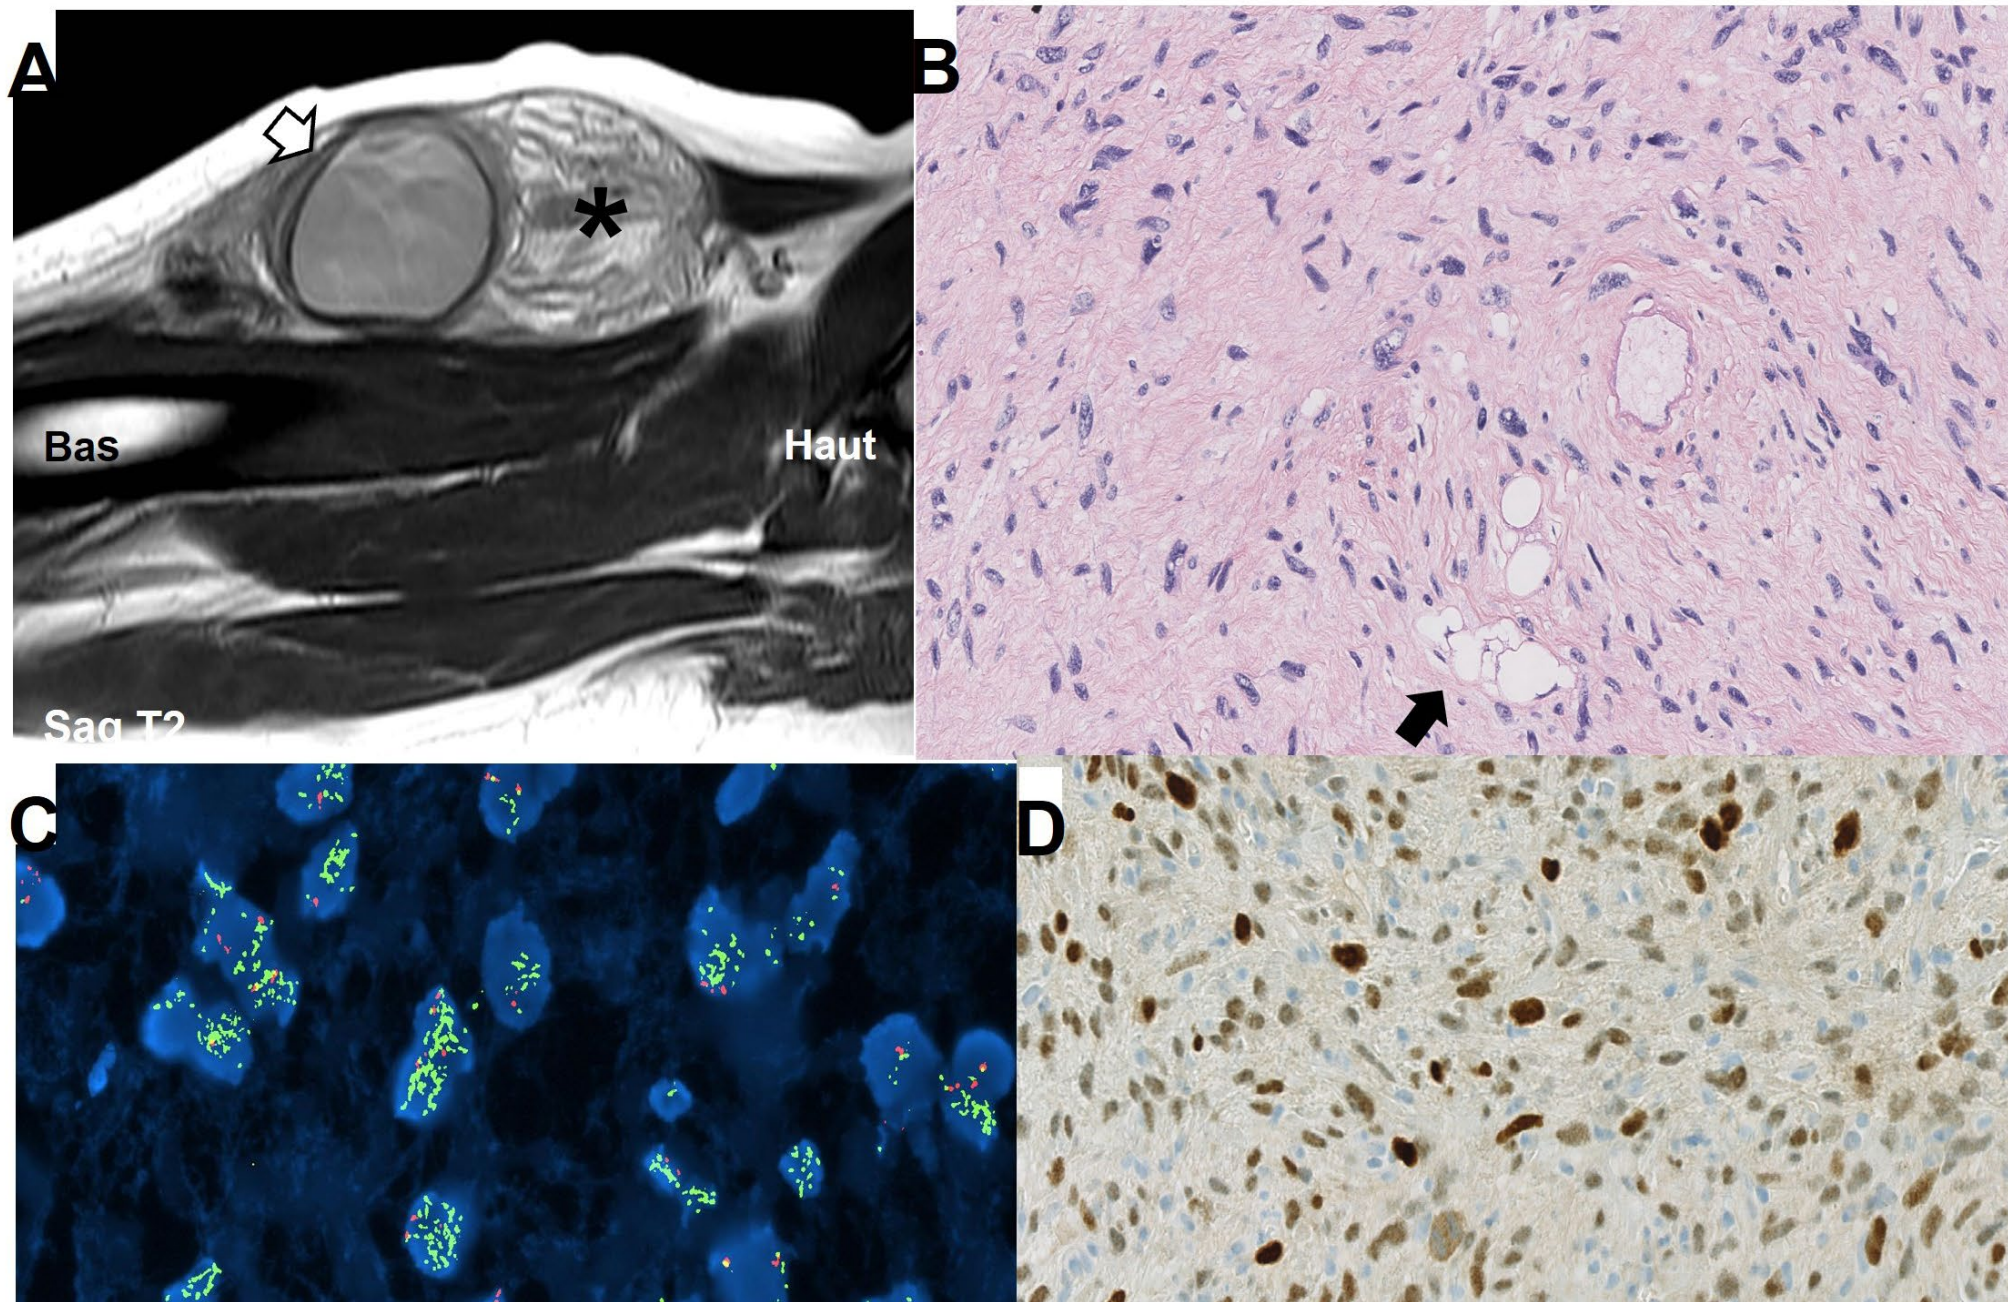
Liposarcome différencié . Aspect à l'IRM en séquence T1 sur une coupe sagittale montrant une masse hétérogène dans laquelle coexiste une composante adipeuse (étoile) et une composante tissulaire « différenciée » (flèche blanche), caractéristique du
